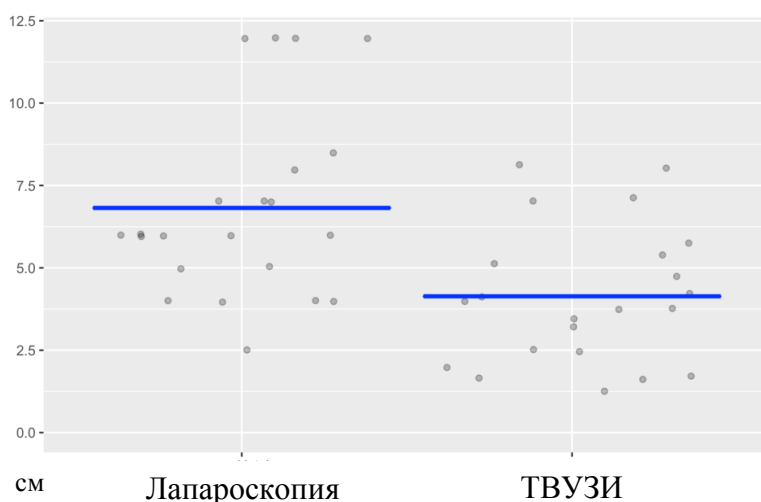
Сравнение размеров эндометриоидных кист у пациенток IV подгруппы по данным ТВУЗИ и лапароскопии.
